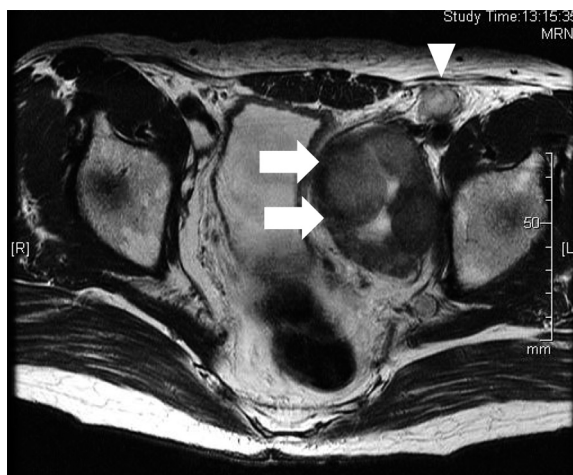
Pelvic MRI showed a mass lesion 6 cm in diameter next to the left side of bladder (arrows) and a small tumor 2 cm in diameter (arrow head).
